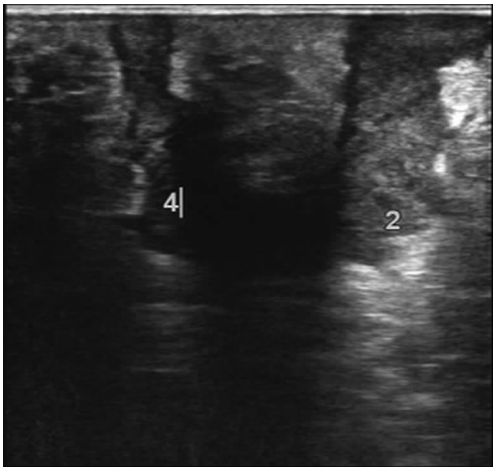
高频超声示 2 点钟及 4 点钟方向两处瘘管
